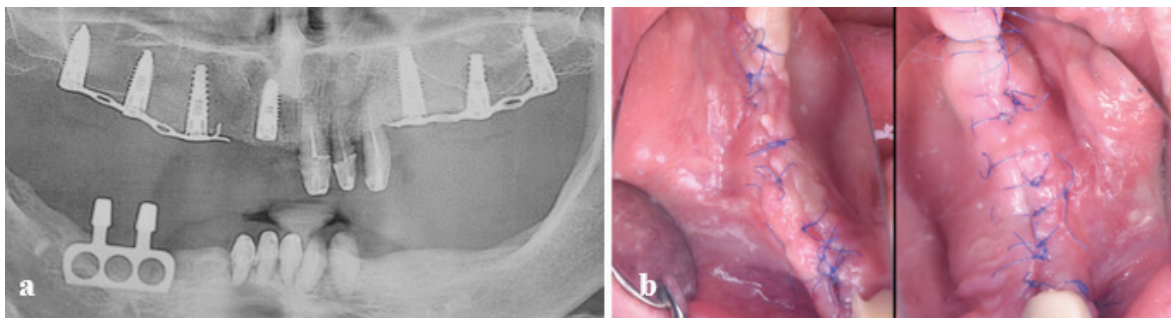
Radiografie panoramică de control postoperator (a); aspectul la a-14 zi postoperator (b).
